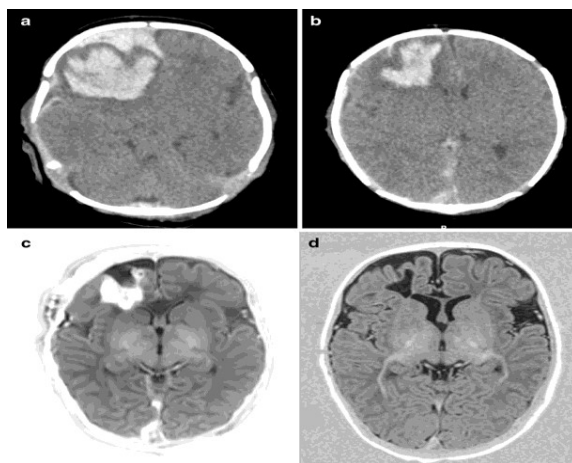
КТ, виконана на 2-й день (а, б), показує великий інтрапаренхіматозний крововилив і СДГ у правій лобовій частці, що спричиняє зміщення середньої лінії. МРТ та ІЧ аксіальний знімок, отриманий на 8-й день після краніотомії (с), що демонструє зникнення зміщення середньої лінії та зменшення субдуральної та інтрапаренхімальної гематоми. Повторне МРТ та ІЧ аксіальне зображення через 3 місяці (d) показує невелику ділянку кавітації та помірну атрофію правої лобової частки
